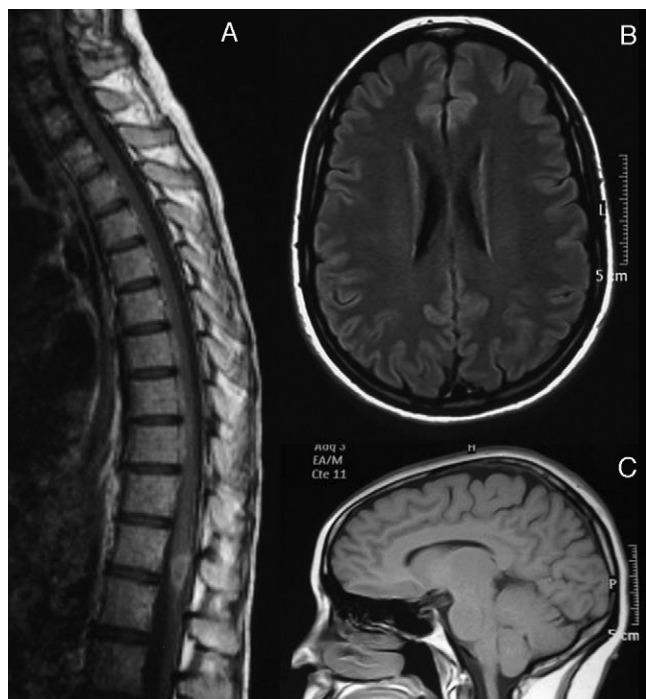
Agosto de 2007. A) RM medular con gadolinio intravenoso. Se observa una lesión hipodensa en secuencias T1 desde C2 hasta D10, con captación de contraste a nivel D8-D9. A nivel cerebral, en secuencias FLAIR axial (B) y T1 sagital (C), no se observan lesiones de sustancia blanca ni signos de atrofia.
